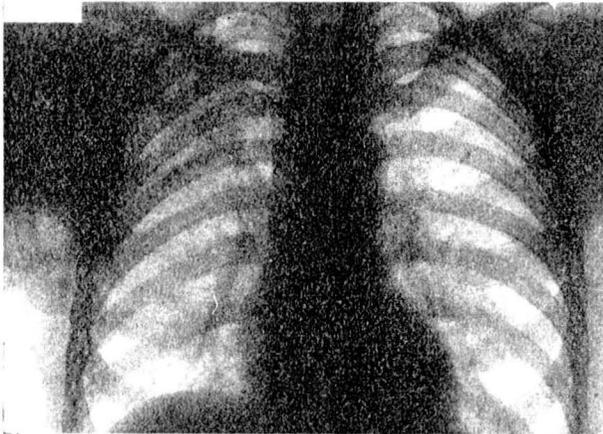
Radiografía 28-XI-1953.
